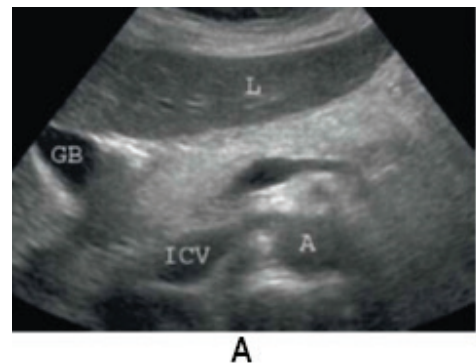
УЗИ-степени стеатоза ПЖ (по A. Smereczynski et al., 2016 [53]). А — 1-я степень стеатоза ПЖ: эхогенность тела ПЖ сопоставима с таковой ретроперитонеальной клетчатки. В — 2-я степень стеатоза ПЖ: повышение эхогенности тела ПЖ, размытость контура селезеночной вены и других более глубоких структур. С — 3-я степень стеатоза ПЖ: отсутствие визуализации селезеночной вены и других глубже расположенных анатомических структур. L — печень, GB — желчный пузырь, ICV — нижняя полая вена, А — аорта, F — забрюшинная клетчатка.
